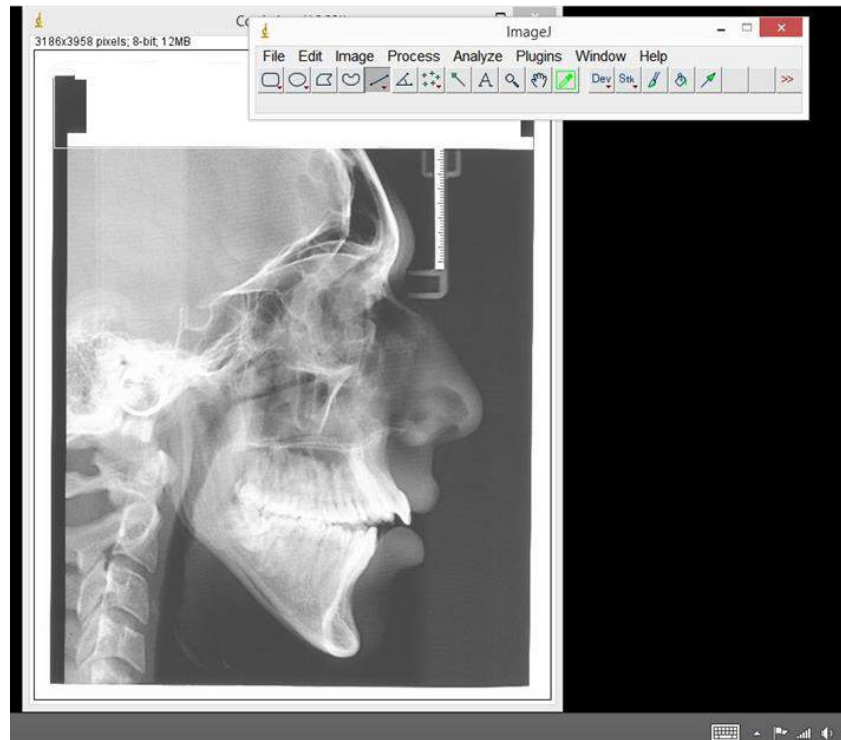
Barra de ferramentas e telerradiografia.
